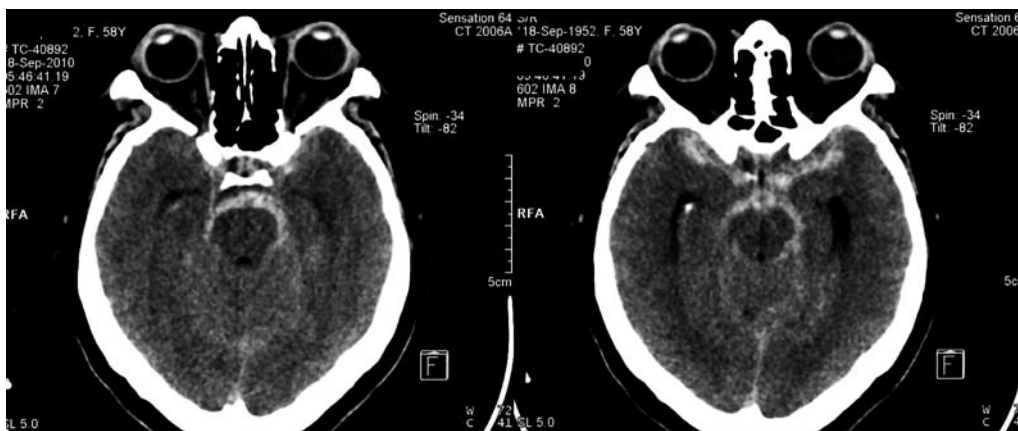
Tomografía simple de cráneo que demuestra sangrado subaracnoideo localizado en las cisternas peripontina, perimesencefálica y en el espacio subaracnoideo circundante al trayecto de ambas arterias cerebrales medias.
